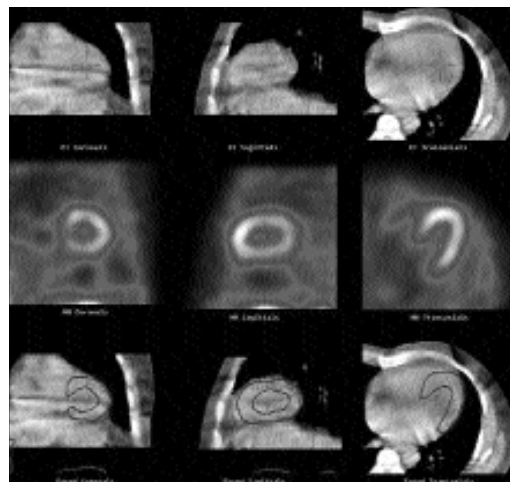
МСГ проведена по технологии ОФЭКТ/КТ: верхний ряд – КТ-изображения; средний ряд – ОФЭКТ-изображения; нижний ряд – совмещение изображений КТ и ОФЭКТ для коррекции ослабления излучения окружающими тканями.
